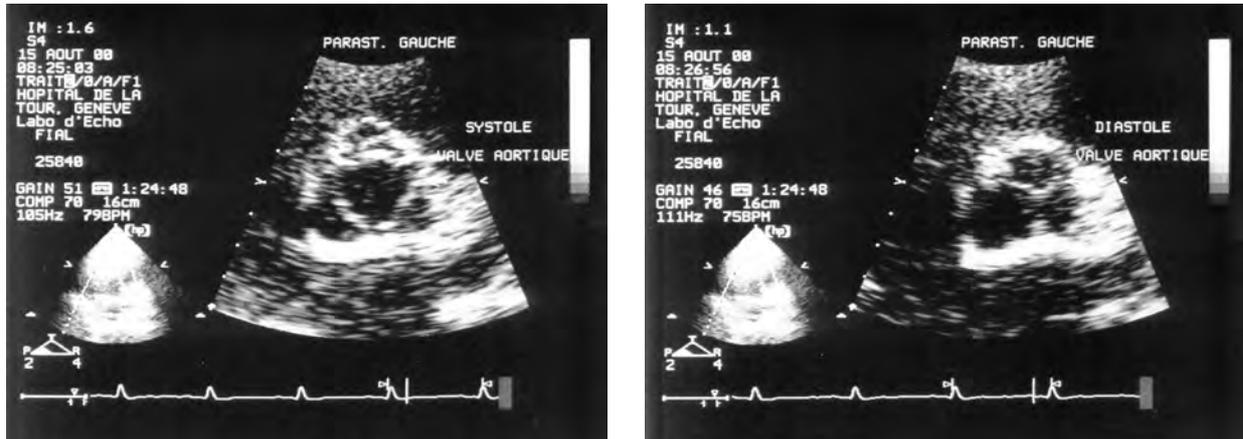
Echocardiogramme bidimensionnel d'une valve aortique normale.
